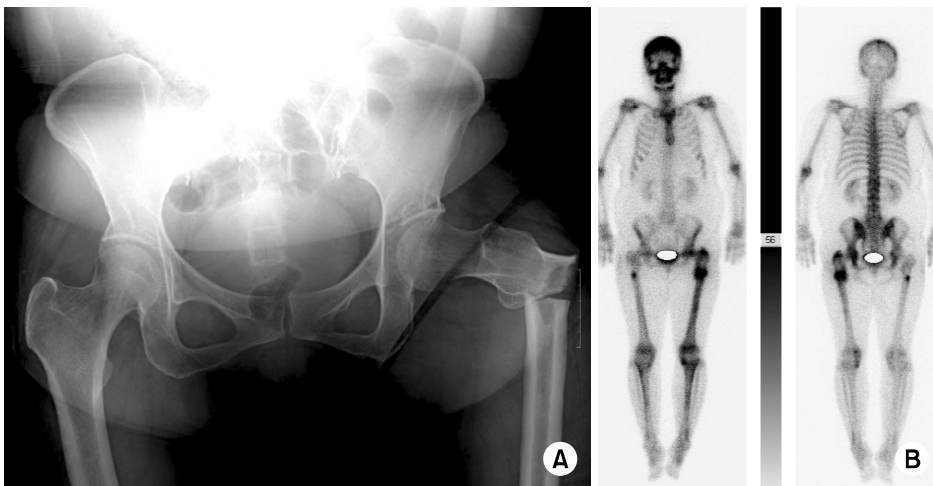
(A) The radiograph shows typical patterns; lateral cortical hypertrophy, transverse fracture line and medial spike. (B) After left side operation, whole body radionuclide scan shows a focal uptake of right femur shaft.
